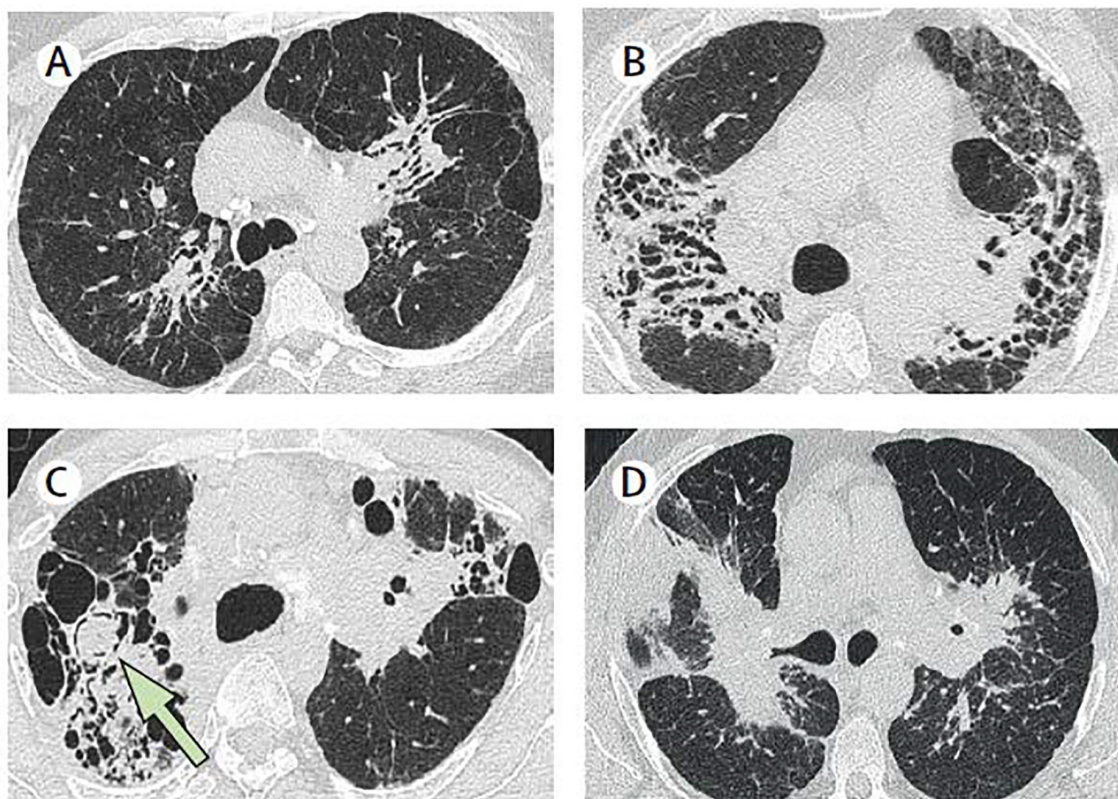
Примеры изображений компьютерной томографии высокого разрешения (КТВР) четырех пациентов, демонстрирующих четыре фенотипа, которые достигли консенсуса в процессе Дельфи по наличию у них фиброза.
